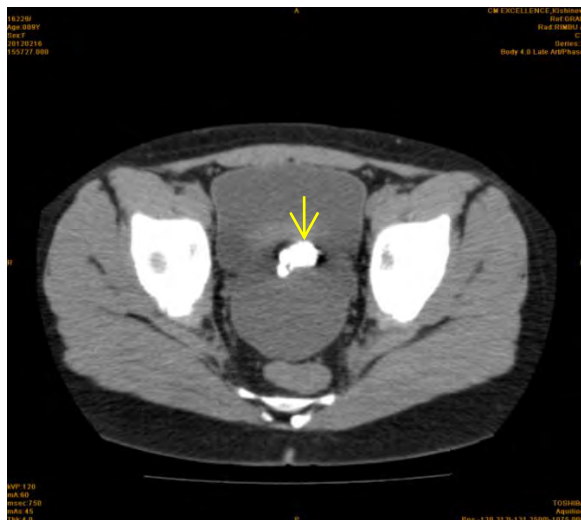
TC (P.M., 9 ani): teratom matur al ovarului stâng cu component dentar (→). Figura publicată anterior [14]
